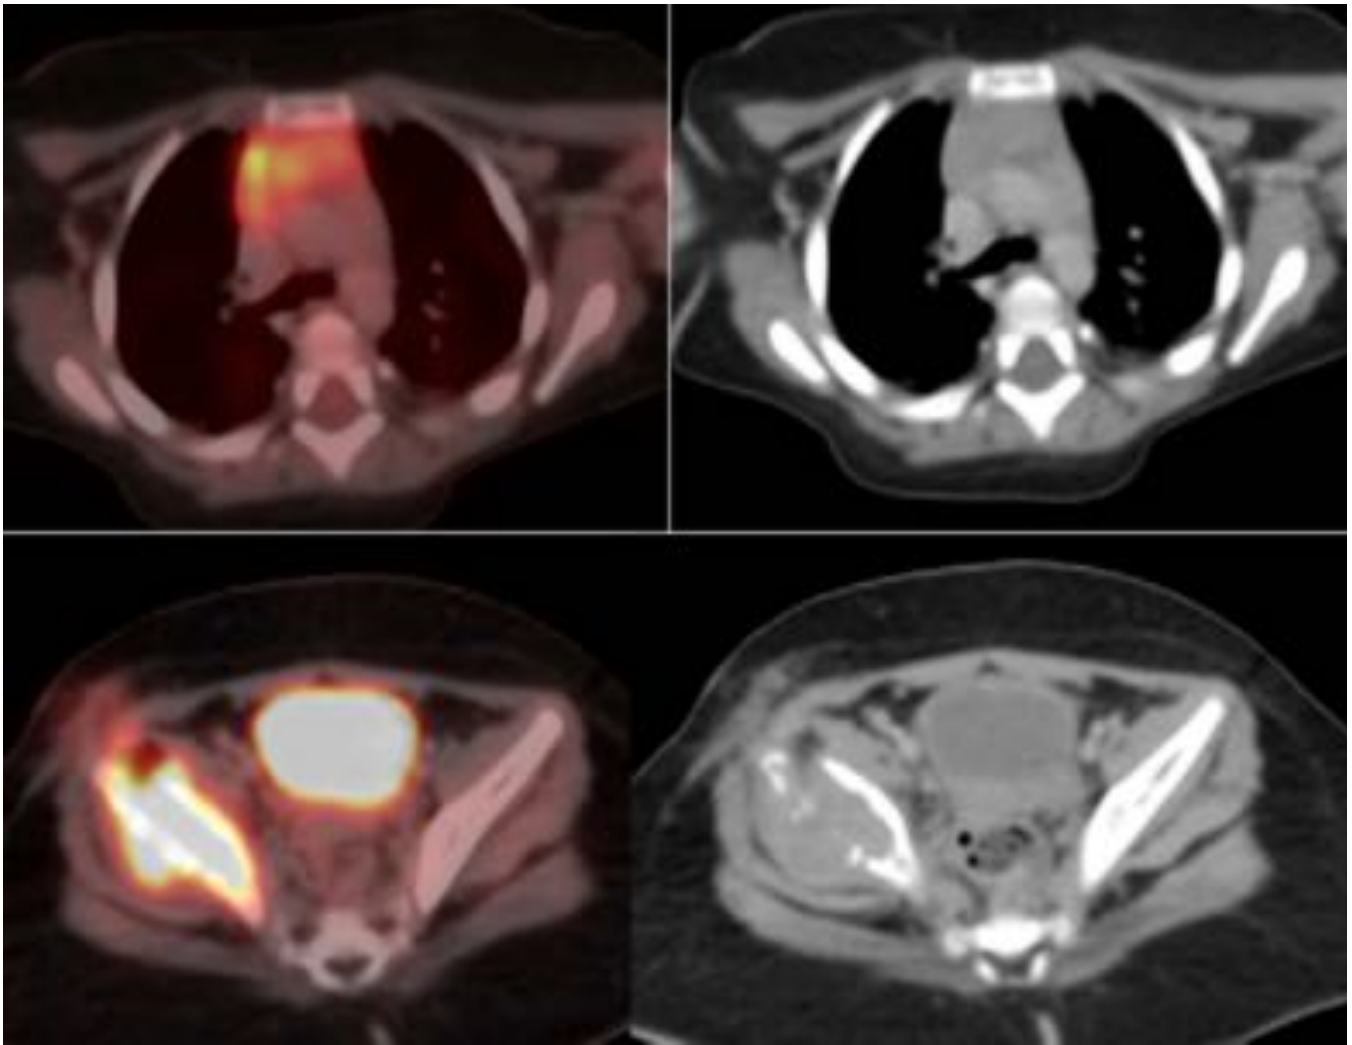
PET-TC que muestra lesión hipermetabólica en ala iliaca derecha y un hipermetabolismo heterogéneo difuso del timo
